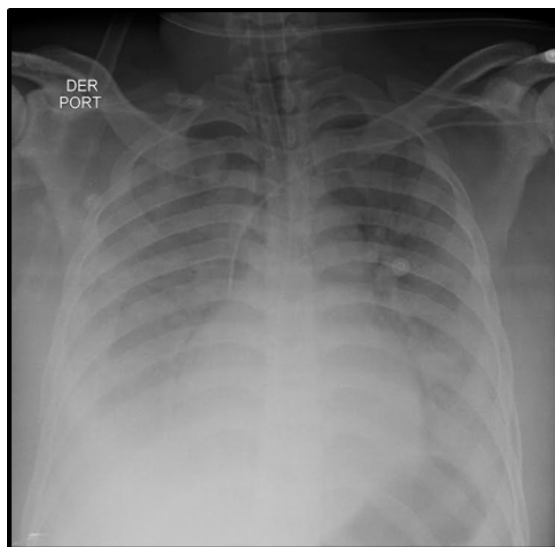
Radiografía de tórax con un patrón de edema pulmonar agudo de origen cardiogénico.
